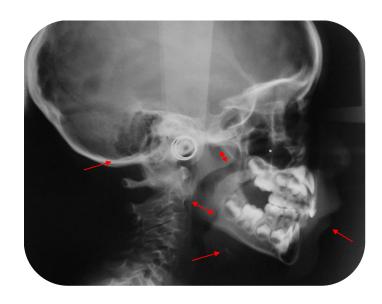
Radiografía lateral de cráneo señalando espacio intervertebral, vías aéreas, hueso hioides y perfil. FP.
